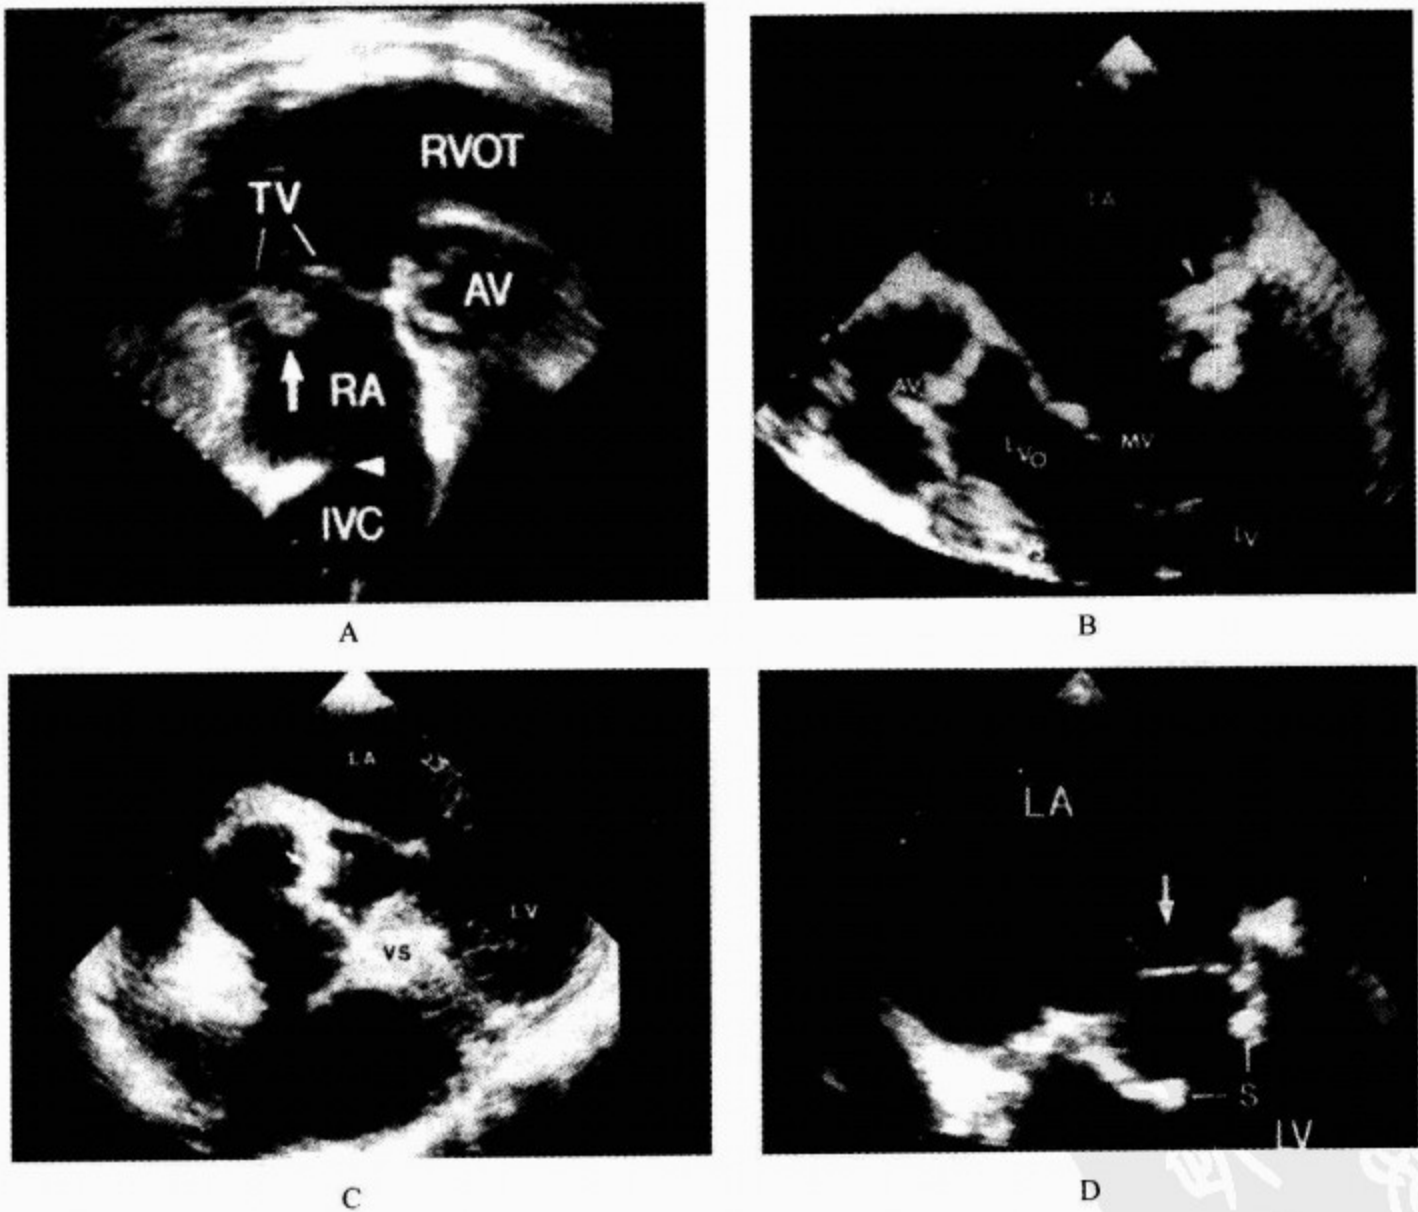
四例感染性心内膜炎患者超声心动图检查显示位于不同位置的赘生物
